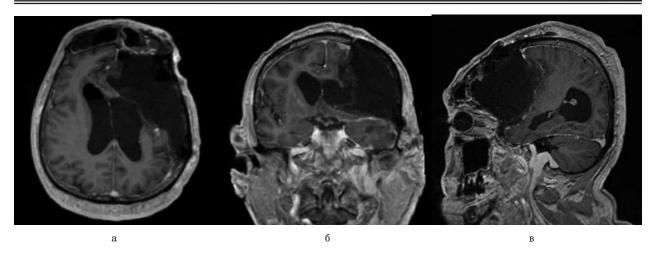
Послеоперационное MPT головного мозга, T1 ВИ с контрастированием после операции в аксиальной (a); фронтальной (b) и сагиттальной (b) проекциях. Отсутствие остаточной части опухоли Fig. 9. Postoperative contrast-enhanced MRI of the brain after surgery in axial (a); frontal (b) and sagittal (b) projections. No residual tumor
